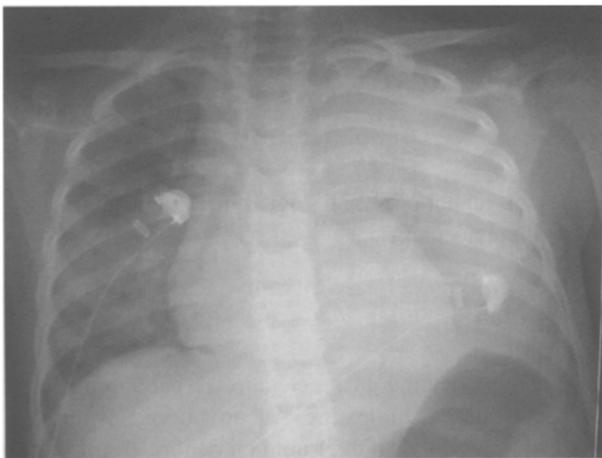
Radiographie pulmonaire de face à l'arrivée dans le service, avant traitement.
